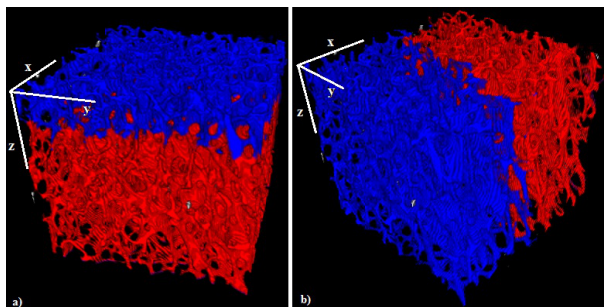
Imagem trabecular 3D ( $268 \times 268 \times 239$ ) reconstruída geodesicamente nas direções a)  $-z$  e b)  $-x$ . Em vermelho, os pixels recobertos antes da 240ª RG; em azul, os recobertos depois. As trabéculas desconexas do plano inicial de varredura não são reconstruídas e apresentam-se na cor branca. Estrutura referente à amostra  $\mu$ CT 266.
